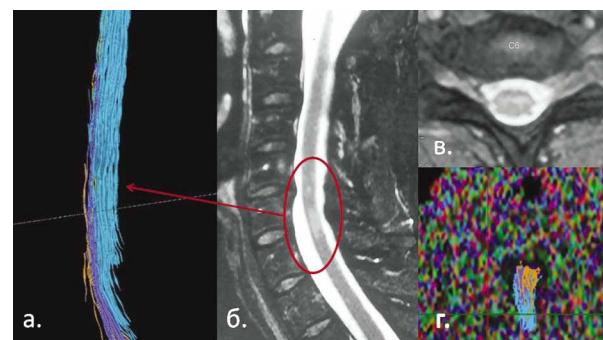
а, б — 3D реконструкция проводящих путей; в, г — очаг сосудистой миелопатии на стандартных МРТ.
